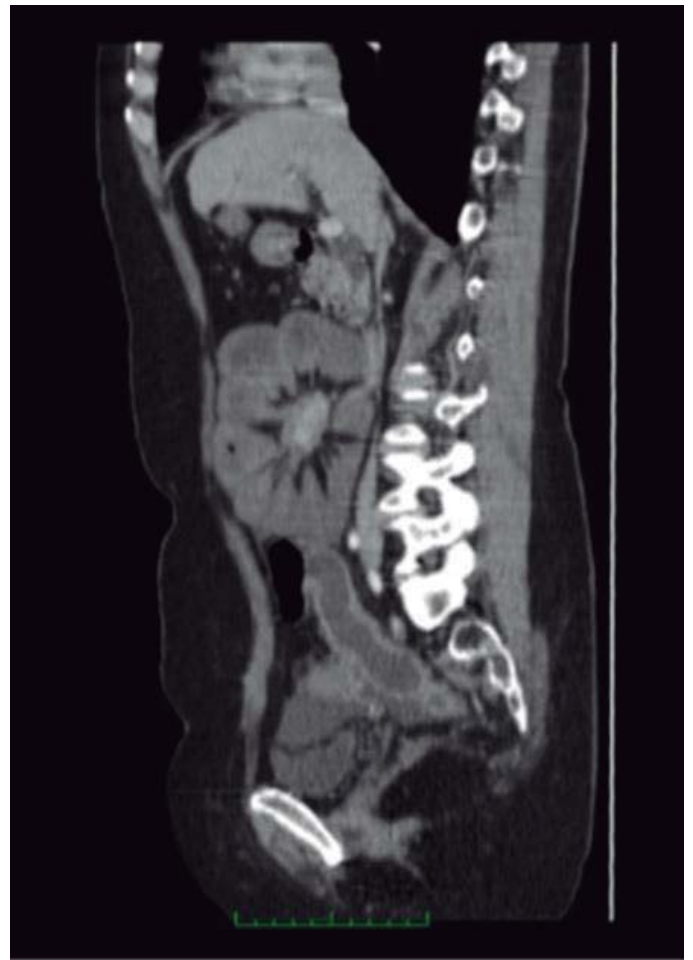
TC abdomen simple proyección sagital. Se observa tumoración exofítica de aproximadamente 37 mm en región paraduodenal dependiente de mesenterio, con calcificación en su interior y adherencia de asas de intestino delgado.
